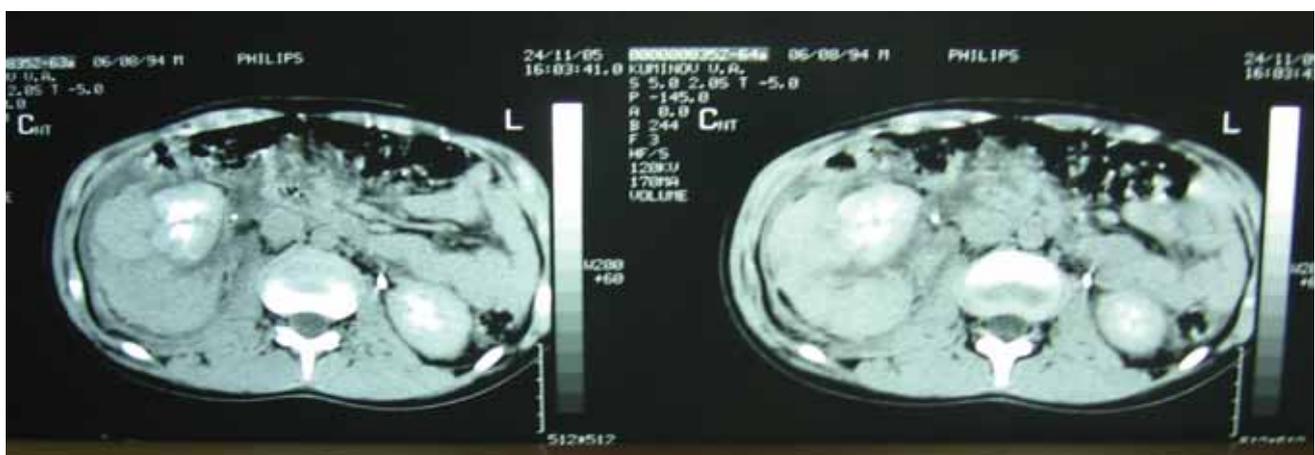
Мальчик К. 12 лет. Повреждение правой почки 2 ст. После диагностической лапароскопии в ЦРБ эвакуирован бригадой ТЦМК в клинику детской хирургии. КТ-сканирование: полостная система почки сохранена, затеков нет, косопоперечный разрыв нижнего полюса правой почки. Избрана консервативная тактика.
